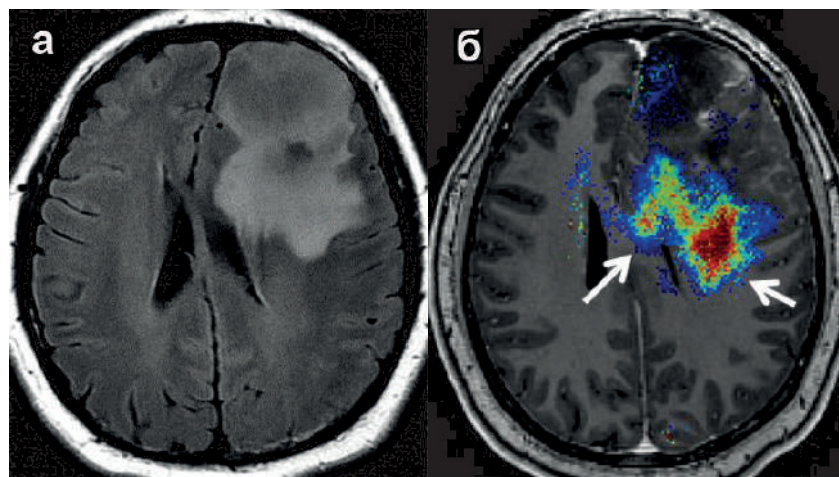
Глиобластома (ВОЗ Grade 4) в левой лобной доле, аксиальный срез T2-FLAIR (а), б – по данным диффузионно-куртозисной карты (параметр фракции аксональной воды) определяется распространение опухоли за определяемую на T2-FLAIR изображении зону повышения МР-сигнала, что указывает на большую инвазию мозга по сравнению с рутинными диагностическими протоколами (стрелки)
